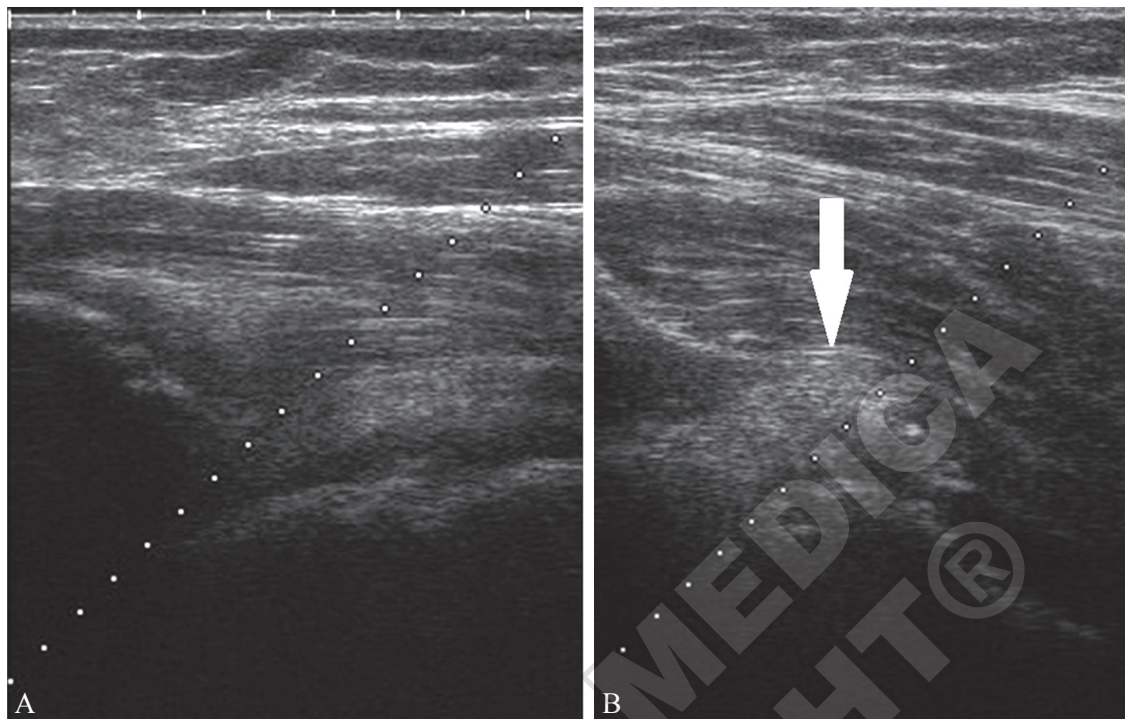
A) Anterior sonogram of the hip joint before; and B) during drug injection, which appears hyperechoic and distends the joint capsule (arrow).
